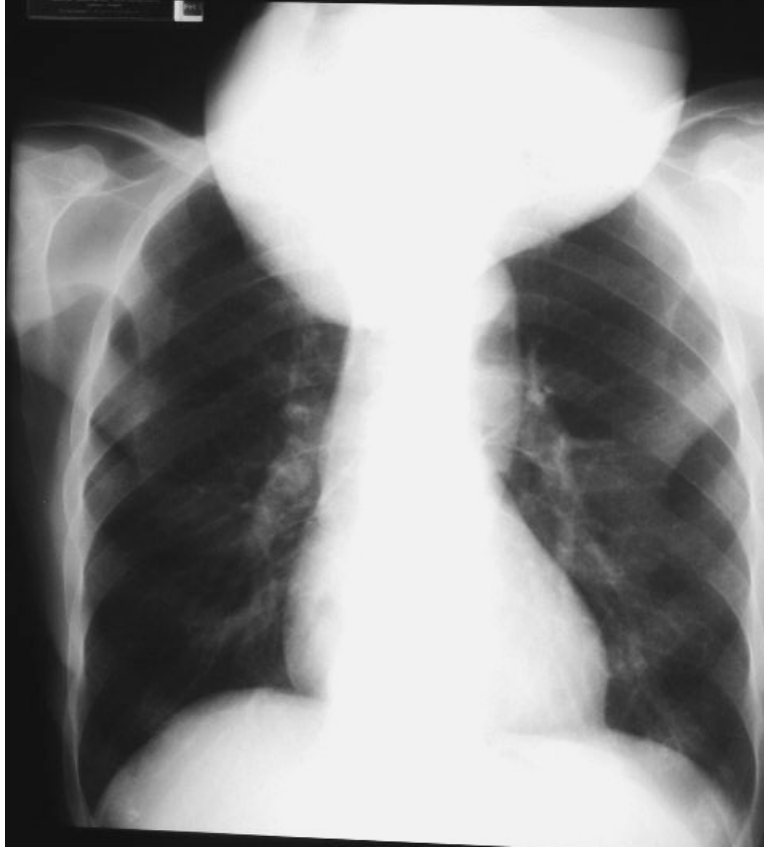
Aspect radiographique d'un volumineux goitre thyroïdien, de siège cervico-médiastinal supérieur.
